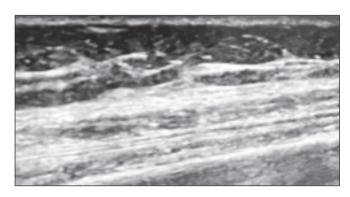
УЗИ четырехглавой мышцы бедра пациентки М, 9 лет. Признаки миозита: смазанность архитектоники мышечной ткани и уплотнение межфасциальных перегородок Fig. 2. Ultrasound of the quadriceps femoris muscle of patient M, 9 years old. Signs of myositis: blurring of the architectonics of muscle tissue and induration of interfascial septa
